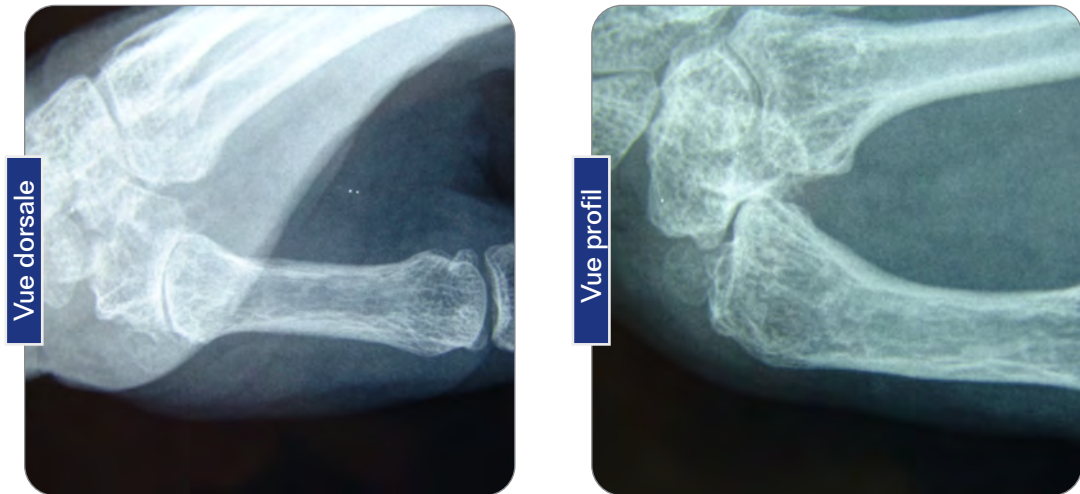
X-rays - Dr. Renaud DUCHÉ, France
